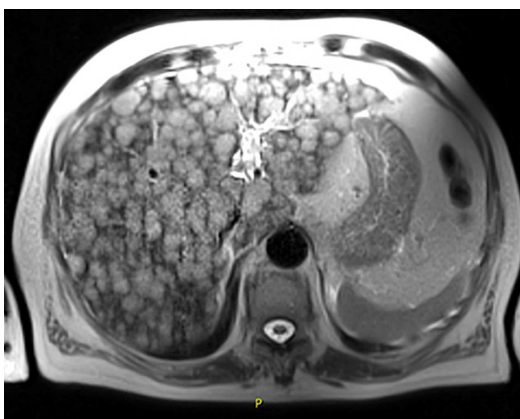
Colangiorrresonancia magnética. Corte axial.
